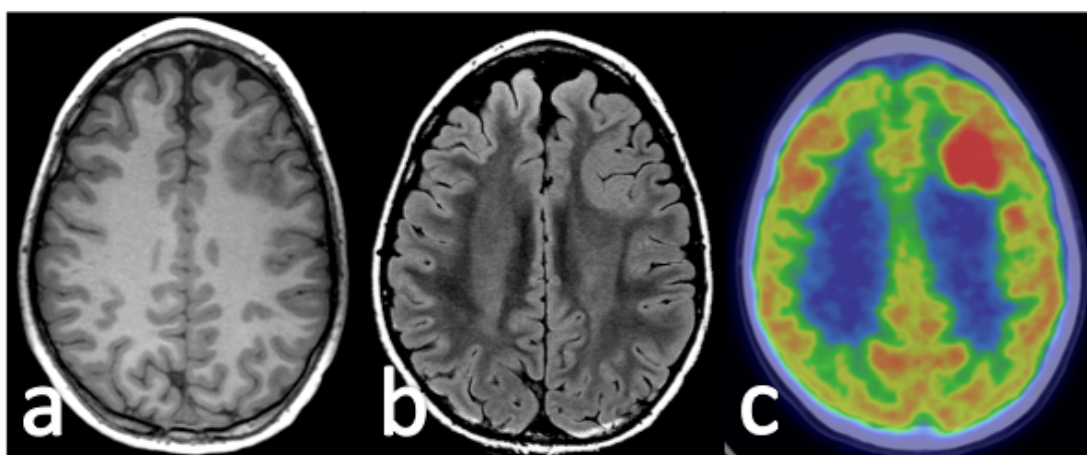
DCF en corteza frontal izquierda con marcado engrosamiento cortical isointenso con la corteza normal en las secuencias T1 (a) y FLAIR (b) donde se observa marcado aumento del metabolismo en la fusión PET-RM (c).
